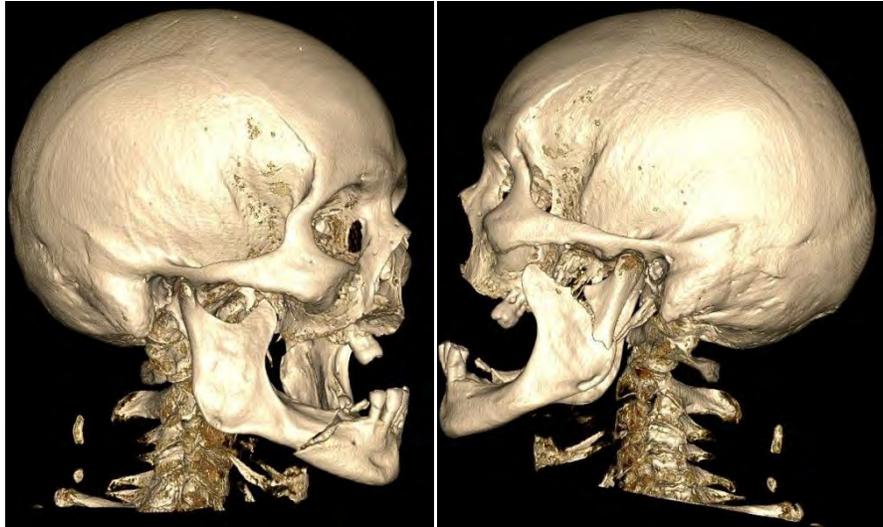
Tomografía con reconstrucción 3D. Paciente con fractura de cuerpo derecho y cóndilo mandibular izquierdo. Cortesía de CMF. Miguel Ángel González De Santiago.
